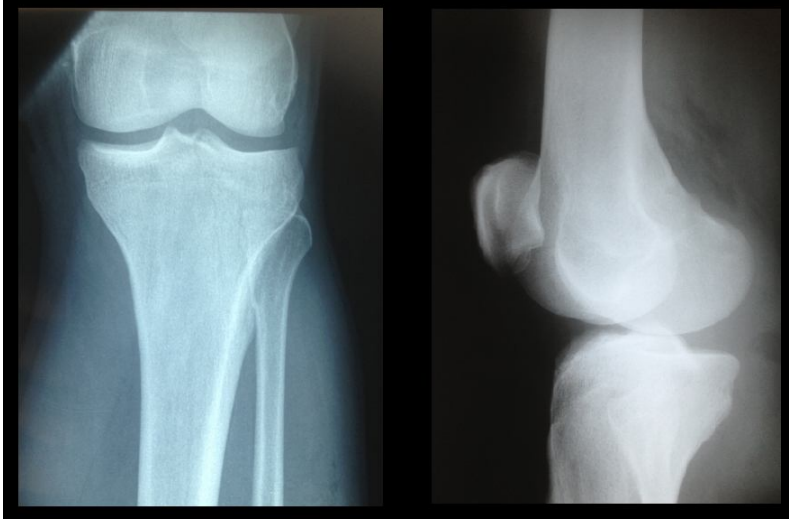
Olgu 2'in post-op ön-arka ve yan röntgen görüntüleri
